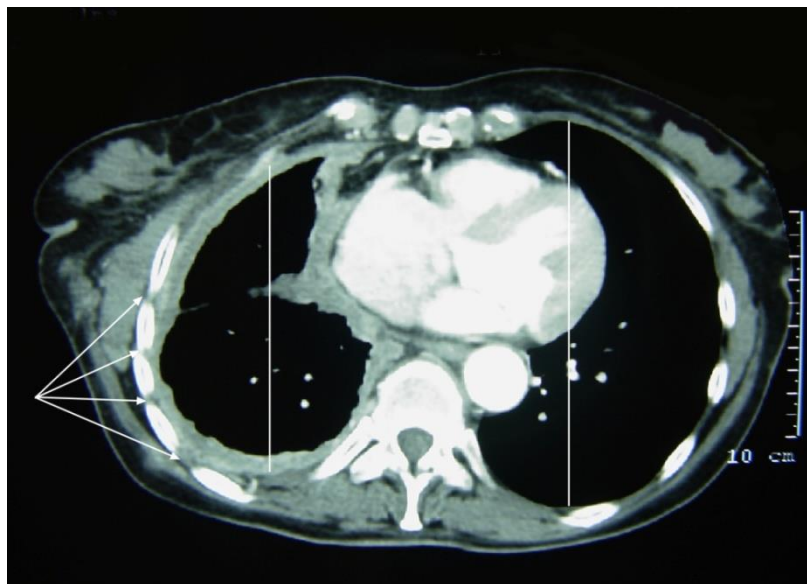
CT- Thoraxaufnahme in Höhe des 8. Brustwirbelkörpers; ausgedehnte zirkuläre irreguläre Verdickung der Pleuren rechts- thorakal.
